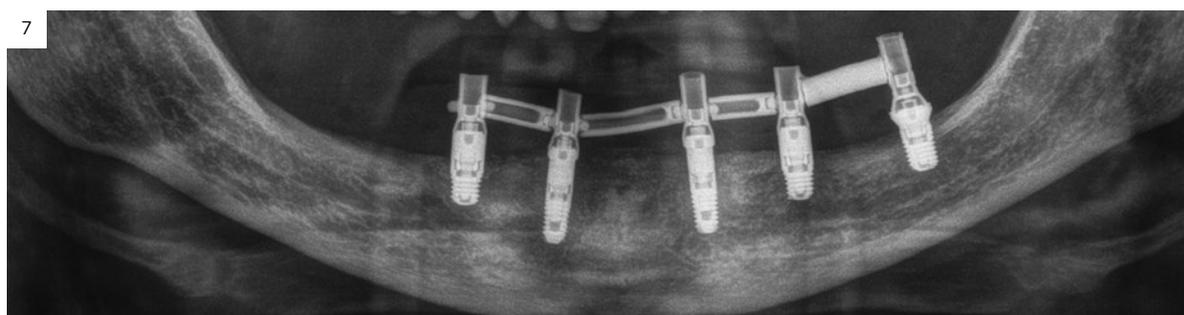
Radiografía con la prótesis de carga progresiva colocada a los tres meses de la inserción del implante.
